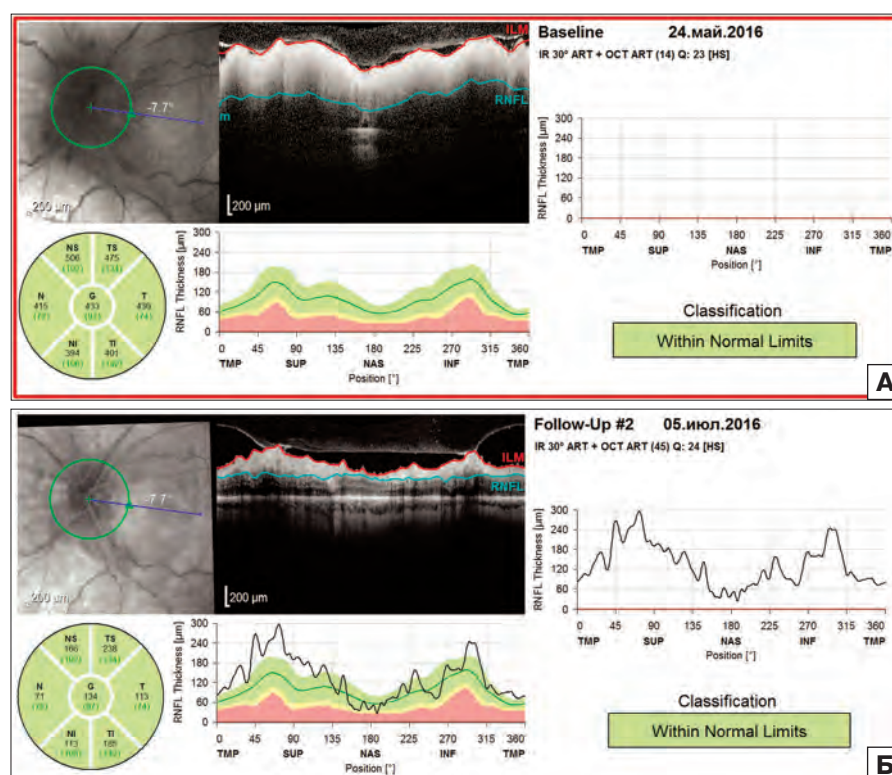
Оптическая когерентная томография ДЗН левого глаза. А — до лечения выраженное увеличение толщины перипапиллярных нервных волокон во всех квадрантах; Б — после первого курса противоопухолевого лечения толщина перипапиллярных нервных волокон уменьшилась во всех квадрантах и достигла практически нормальных значений в нижнем и носовом квадрантах.
